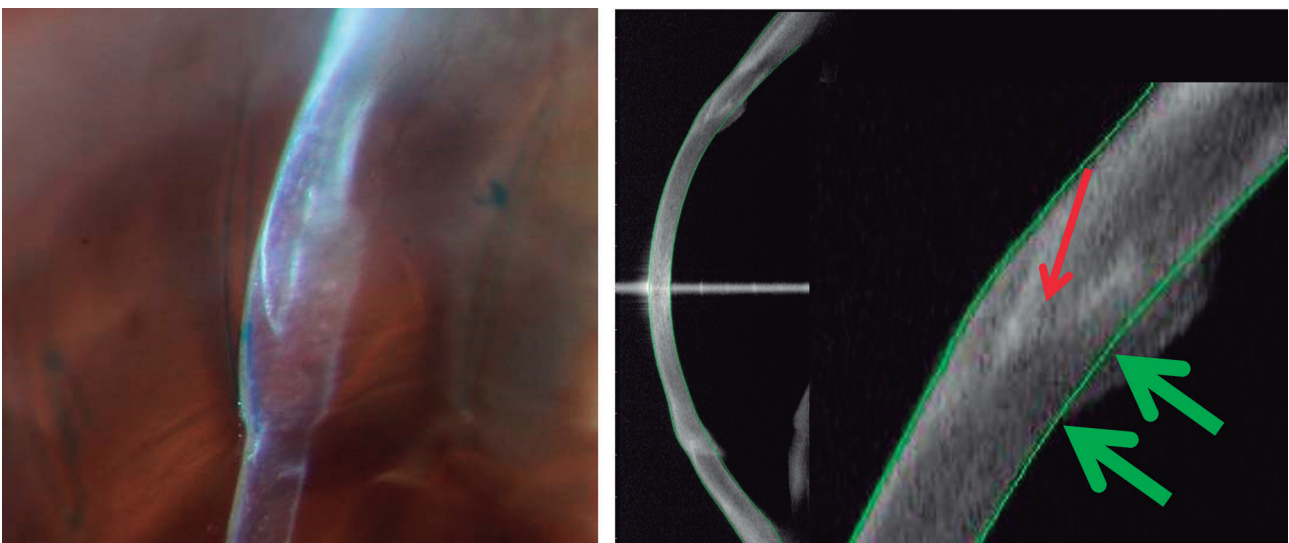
Unión injerto-receptor en una QP asistida con LFS en patrón de zigzag. Puede verse en la lámpara de hendidura (izquierda) y en la tomografía de coherencia óptica (derecha) cómo el «espólón» estromal medio del zigzag avanza hacia el centro de la ventana (flecha roja) y por ello constituye un refuerzo estructural que se opone a la presión intraocular (flechas verdes).
